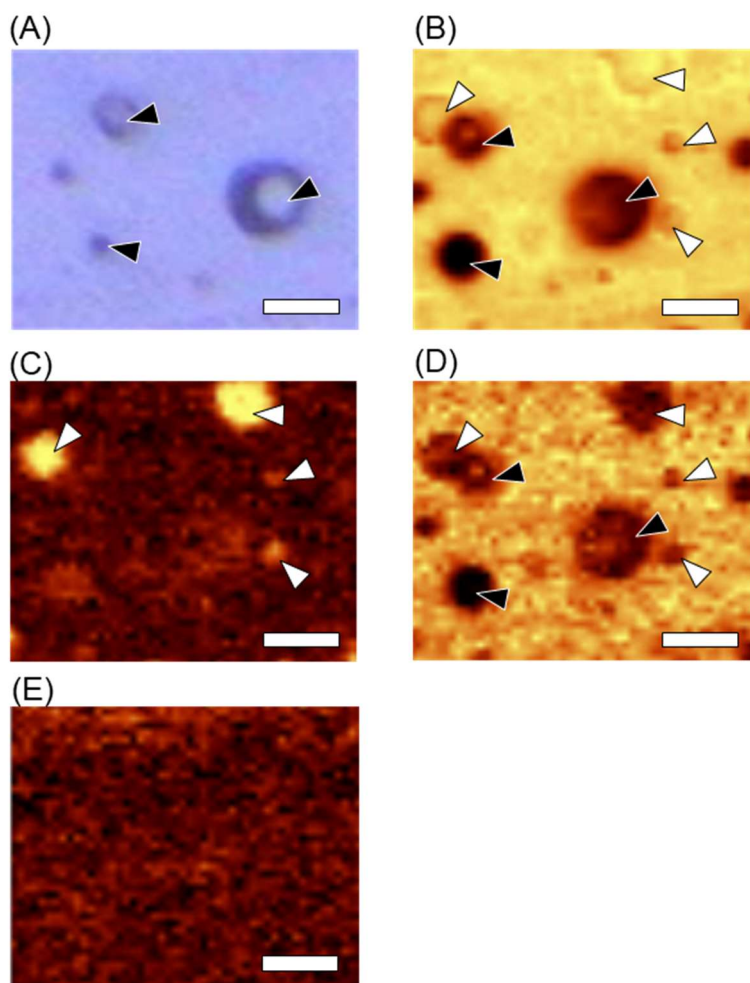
Morphological observations of solubilized TAC in sliced E-1 samples. (A) Raman mapping area ($25 \times 20 \mu\text{m}$), (B) all components, (C) triethyl citrate, (D) gelatin, and (E) TAC. Black arrows indicate droplets of triethyl citrate, and white arrows show air bubbles. The scale bar indicates $5 \mu\text{m}$.
